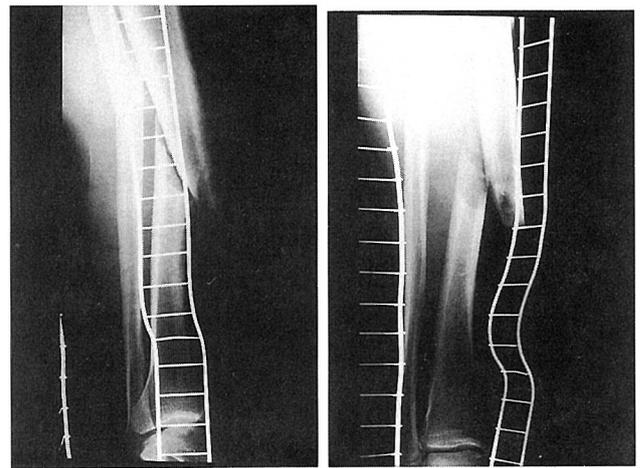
完全骨折受傷時の右下腿X線像（平成9年2月23日）
